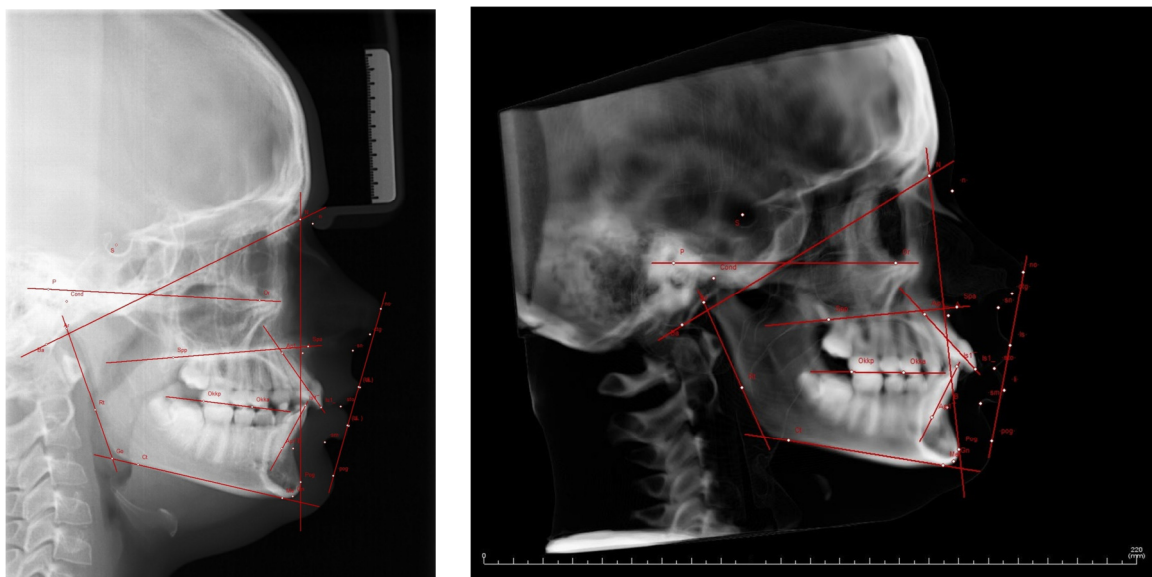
Konventionelles Fernröntgenseitenbild (links) und IADR-DVT-Aufnahme, hier beispielhaft im Bildmodus *Xray + Soft Tissue* (rechts), mit eingezeichneter Fernröntgenanalyse
